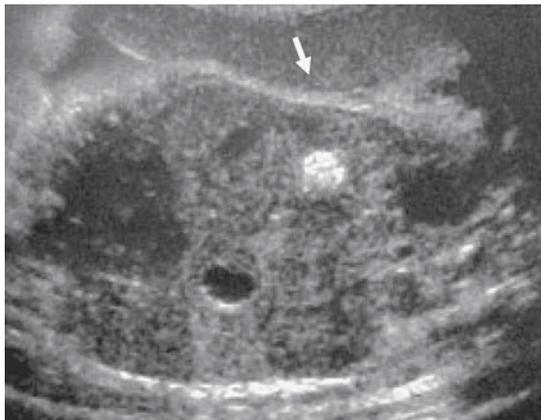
Ecografía prenatal, la flecha blanca indica la calcificación intra abdominal. Al nacer se confirma peritonitis meconial con atresia intestinal.
